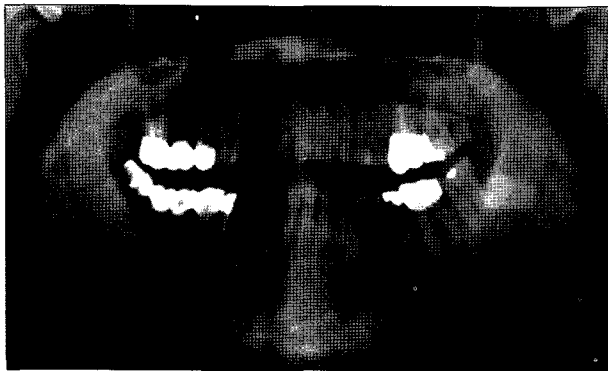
Panoramic radiograph shows a radiolucent lesion in the right side of the mandible.
